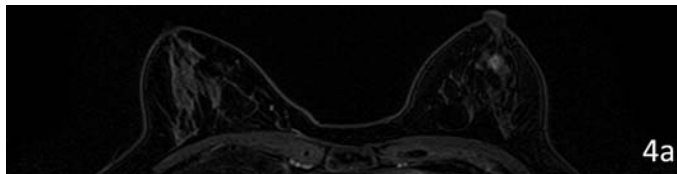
乳房 dynamic MRI (T1WI, axial) 造影後期相. 左乳頭下から12時方向に20 mm 長の non mass-like enhancement を認める.
